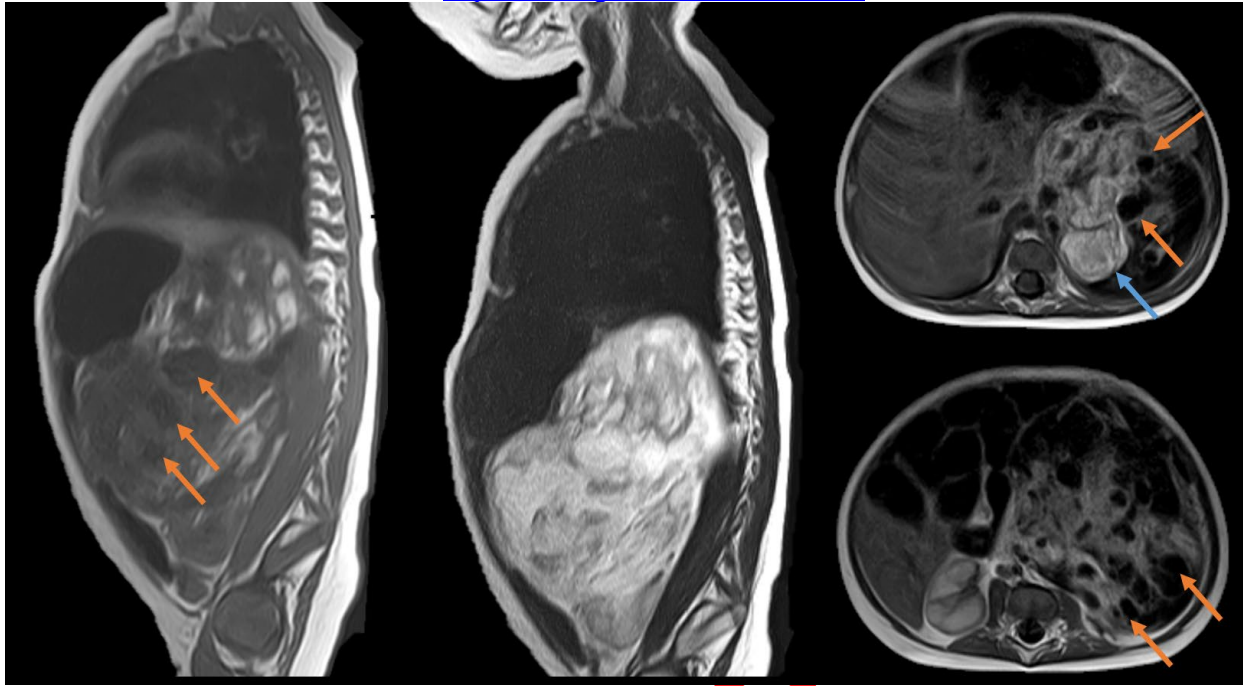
Магнитно-резонансная томография органов брюшной полости от 16.11.2020: *a* — T1-взвешенное изображение в сагиттальной проекции; *b* — T2-взвешенное изображение в сагиттальной проекции; *c, d* — T1-взвешенные изображения в аксиальной проекции, объёмное образование левого надпочечника, с увеличением в динамике. Оранжевыми стрелками показаны сниженный сигнал от кистозного компонента опухоли, синей стрелкой показан повышенный сигнал от солидного компонента опухоли.
